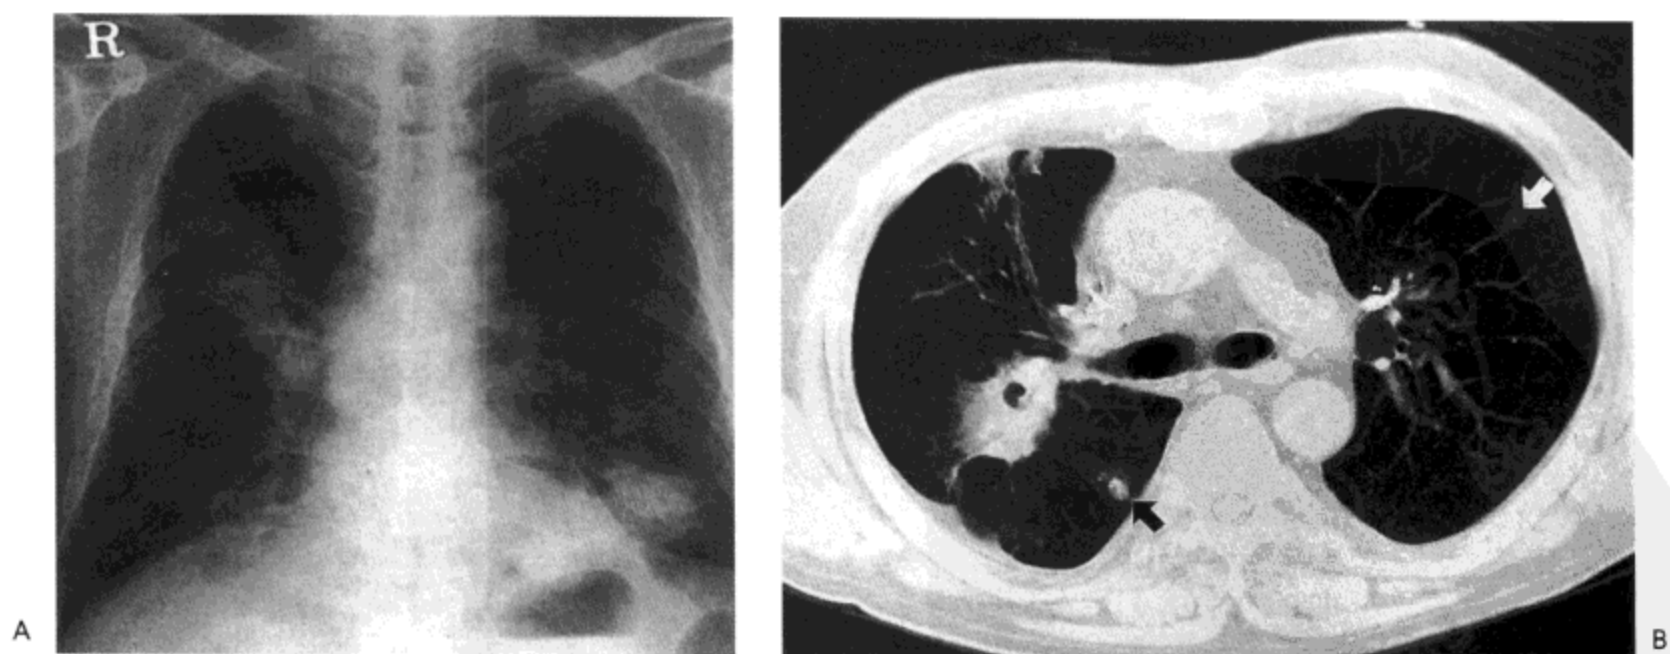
诺卡菌病。A：X线胸片示右上肺与双侧下肺区多发肺的实变灶。B：CT影像（7mm层厚）示两个实变灶，位于右肺上叶的病灶内有空洞形成。左肺下叶与右肺上叶内还有一些小结节（箭号）。病人男，52岁，患非霍奇金淋巴瘤（感谢韩国汉城汉城国家大学放射科 Jin Mo Goo 大夫提供图片）。
